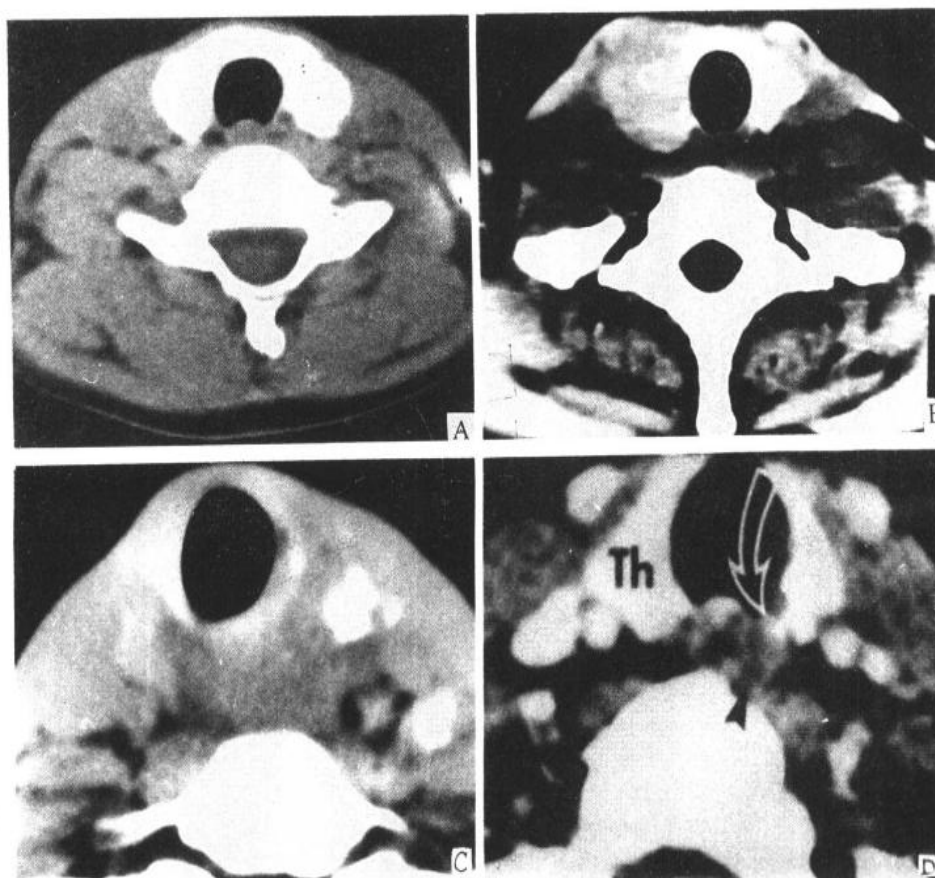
甲状腺及甲状旁腺病变的 CT 表现
